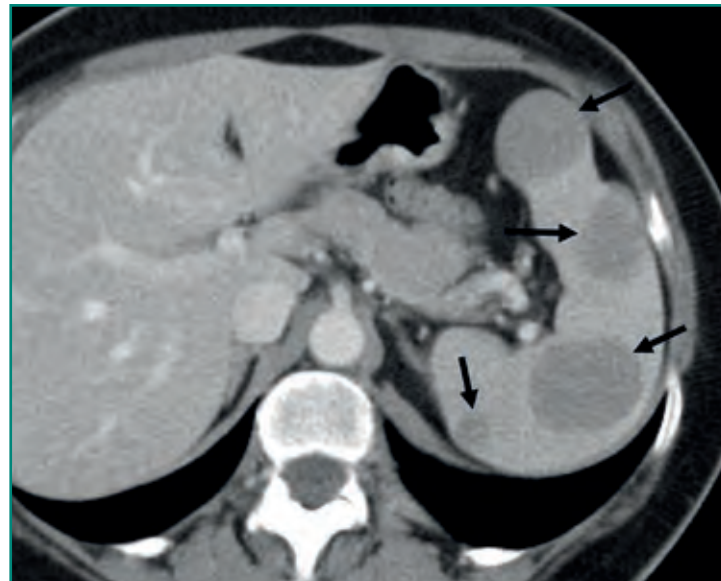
TC abdominal con múltiples lesiones hipodensas bien definidas en el bazo, en relación con un linfoma esplénico B difuso de células grandes.
